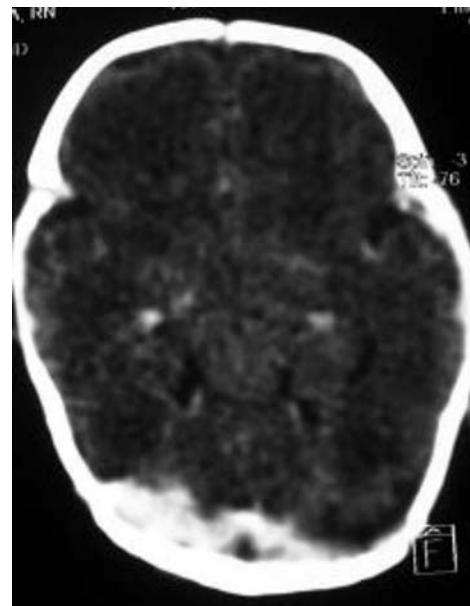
Tomografía computada de cráneo, con contraste, donde se observa defecto de repleción del seno transverso derecho.
